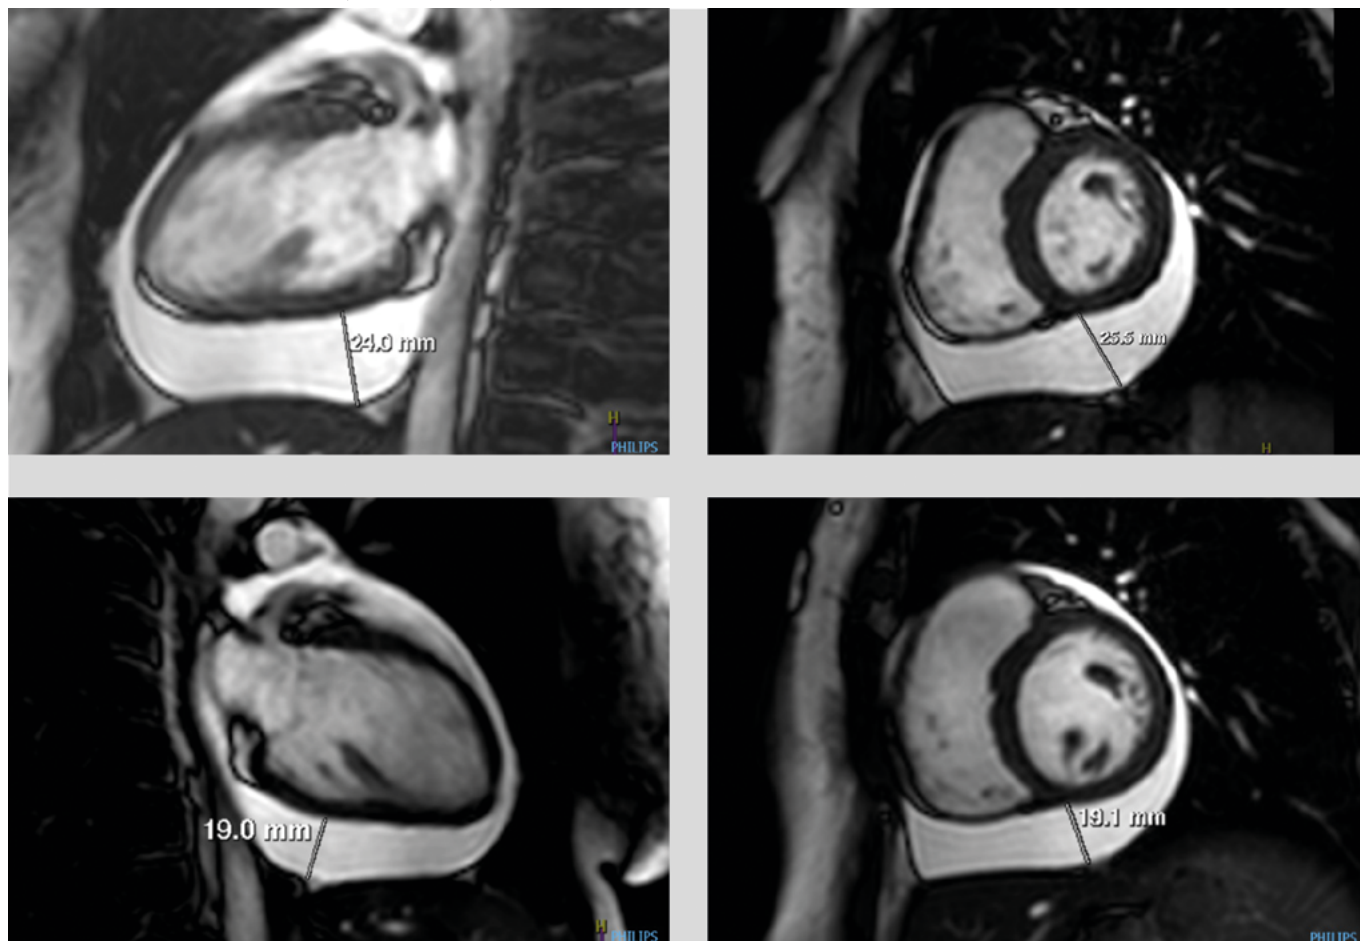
(a, b, c, d) MRI srdce. Dynamické zobrazování ve vertikální dlouhé ose (dvoudutinová projekce) a krátké ose. Patrný perikardiální výpotek s maximem pod spodní stěnou levé komory při vstupním vyšetření (a, b) a jeho jednoznačná regrese po 2 dnech kortikoterapie (c, d)
